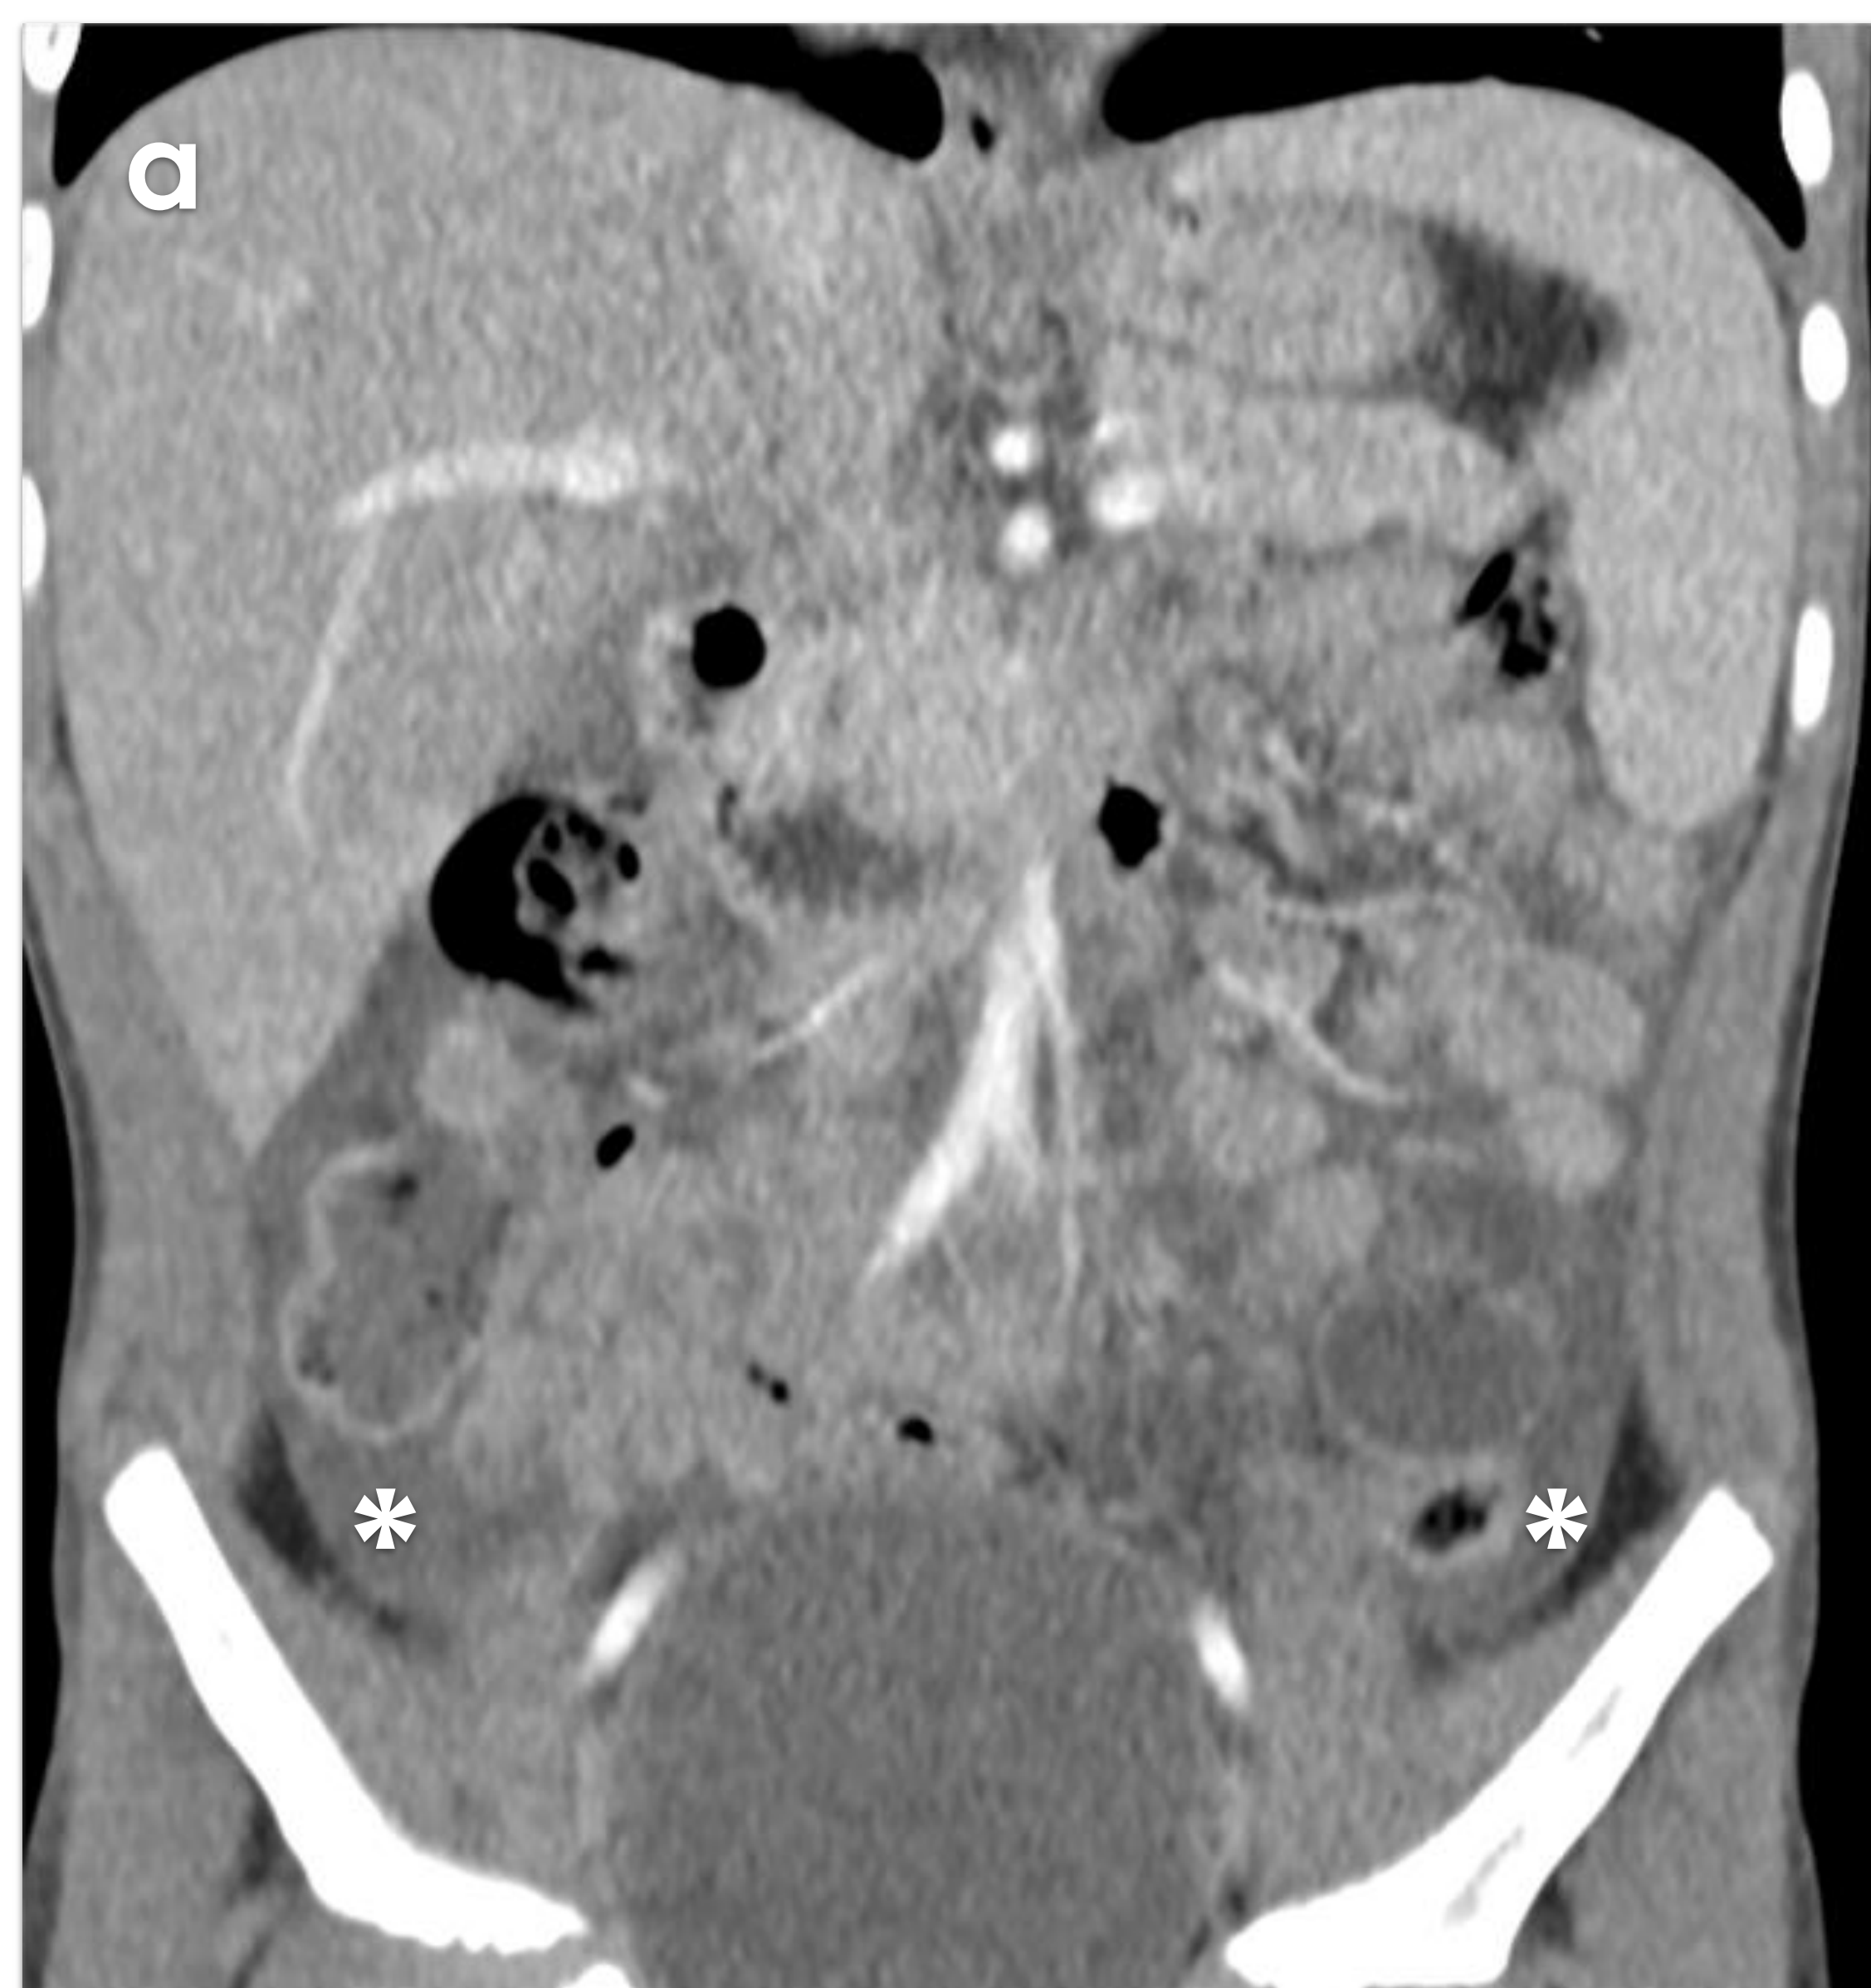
Niño de 6 años con antecedente de infección por COVID dos meses antes. Presentaba clínica de fiebre, dolor abdominal y vómitos. Se realizan varias ecografías abdominales que muestran aumento progresivo de la ascitis sin otros hallazgos, ante lo que se completa el estudio con una TC abdominal que muestra moderada ascitis generalizada (asteriscos en a) y barro biliar en la vesícula (flecha en b).
